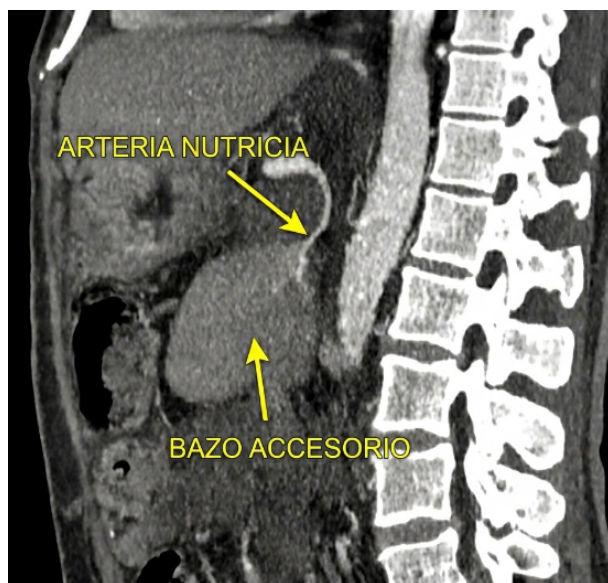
Tomografía computarizada (TC) en fase arterial MIP (Proyección de Máxima Intensidad). Reconstrucción sagital que evidencia la anatomía vascular de la lesión. La flecha superior señala la arteria nutricia, un vaso tortuoso y prominente dependiente de la arteria esplénica que se dirige directamente hacia el centro de la masa pancreática. La flecha inferior delimita el bazo accesorio intrapancreático, confirmando el origen esplénico de la formación y consolidando el diagnóstico de certeza no invasivo.
